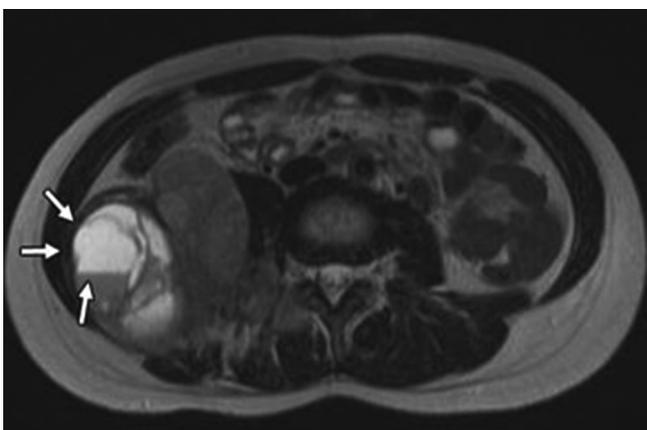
МРТ-картина злокачественной шванномы в забрюшинном пространстве у пациента П., 15 лет
